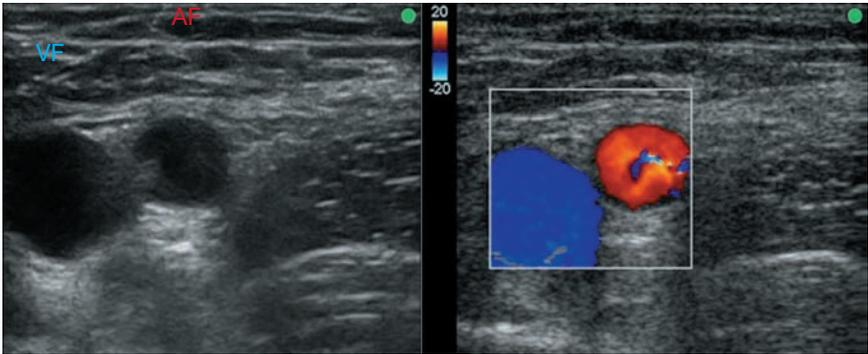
Imágenes ecográficas (proyección en el eje corto) de la vena femoral (VF) y la arteria femoral (AF) en la ingle izquierda. La imagen de la derecha identifica la vena femoral (color azul) y la arteria femoral (color rojo) usando el modo ecográfico Doppler color. La leyenda del color indica la asignación de color direccional para la imagen de Doppler color. Los puntos verdes señalan el lado lateral de cada imagen.
